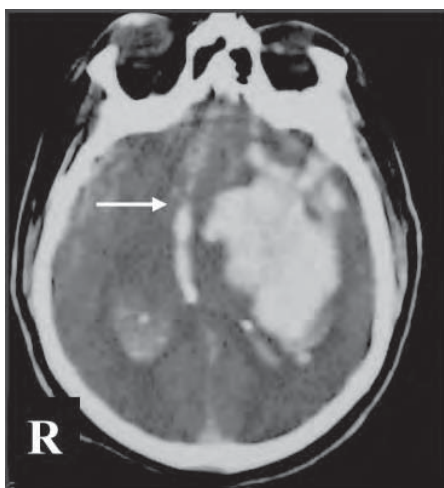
/3.- TAC de cráneo. Gran hematoma lobar izquierdo con vuelco ventricular y herniación subfalcial.
